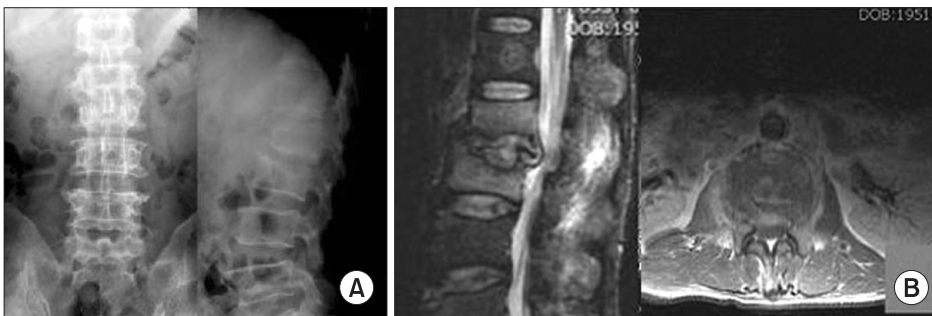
(A) Preoperative radiographs reveal pyogenic spondylitis in L2-3. (B) Preoperative MRI shows grade II destruction of the body and epidural abscess in T2 weight sagittal image, right psoas abscess and involvement of posterior column in an axial image.
